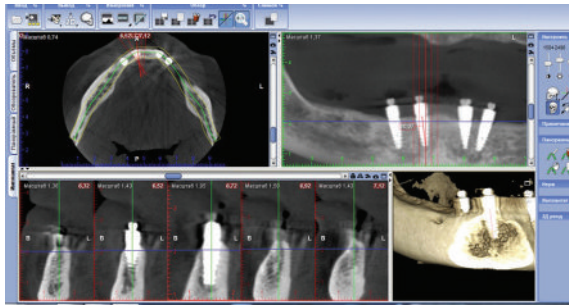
Evaluarea remodelării osului la un an postprotetic în baza CBCT-ului prin intermediul Programului Romexis Viewer
